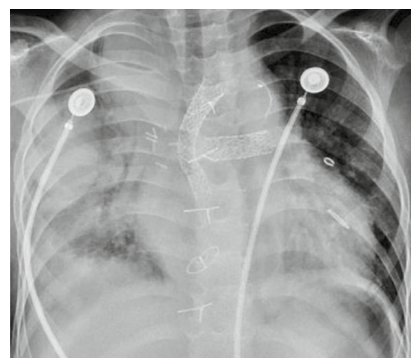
Röntgenbild des Thorax einer Siebenjährigen nach Fontan-Eingriff und seit sieben Stunden entfernter Thoraxdrainage. Unmittelbar nach Zug der Drainage traten Schmerzen auf. Die Aufnahme zeigt einen Pleuraerguss rechts, eine erneute Thoraxdrainage wurde appliziert.
